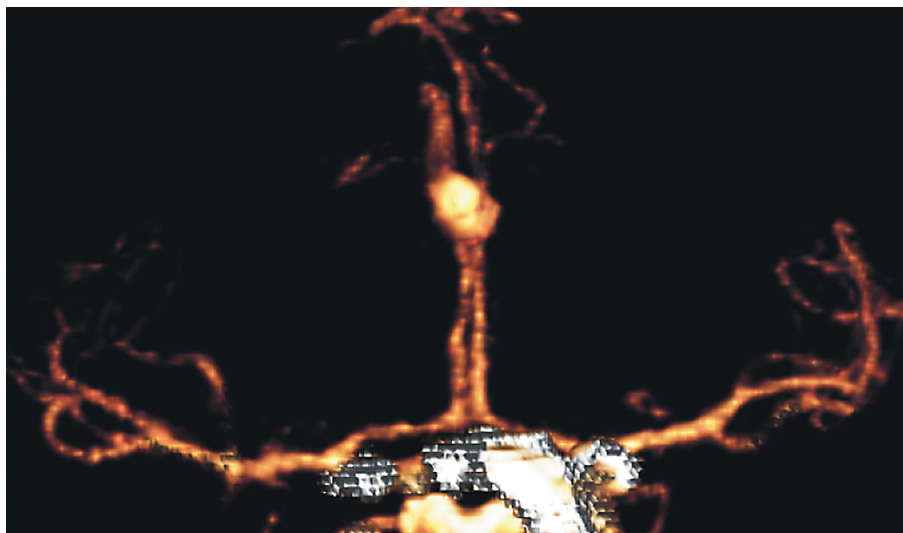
КТ-ангиография, мешотчатая аневризма на стыке А2 и А3 сегментов левой ПМА
